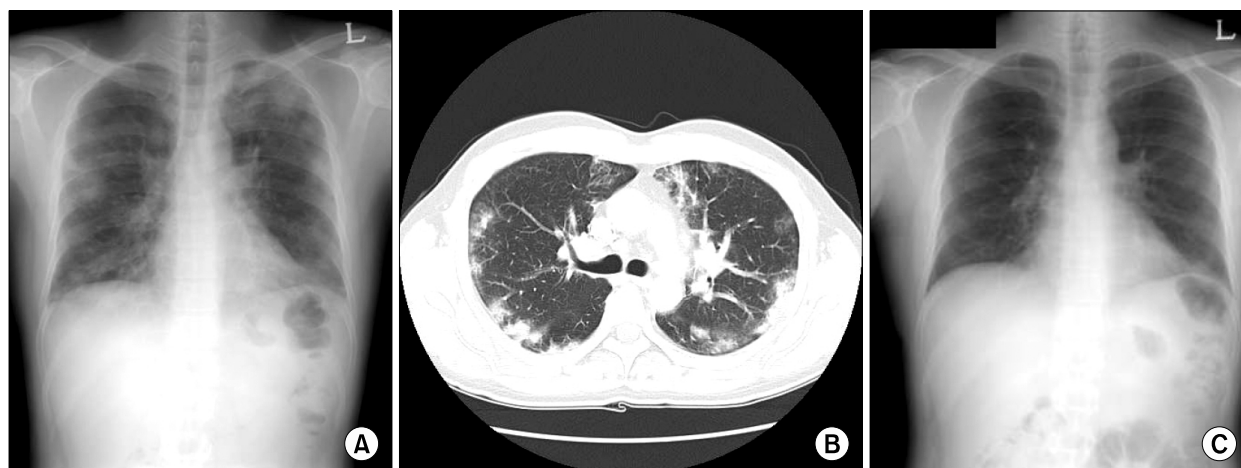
(A) The chest radiography shows multifocal patchy consolidations and ground glass opacities. (B) The chest computed tomography (CT) scan shows peripherally distributed ground-glass opacities and consolidations in both lungs. (C) The chest radiography reveals improvement of the lesions, 45 days after steroid therapy.
